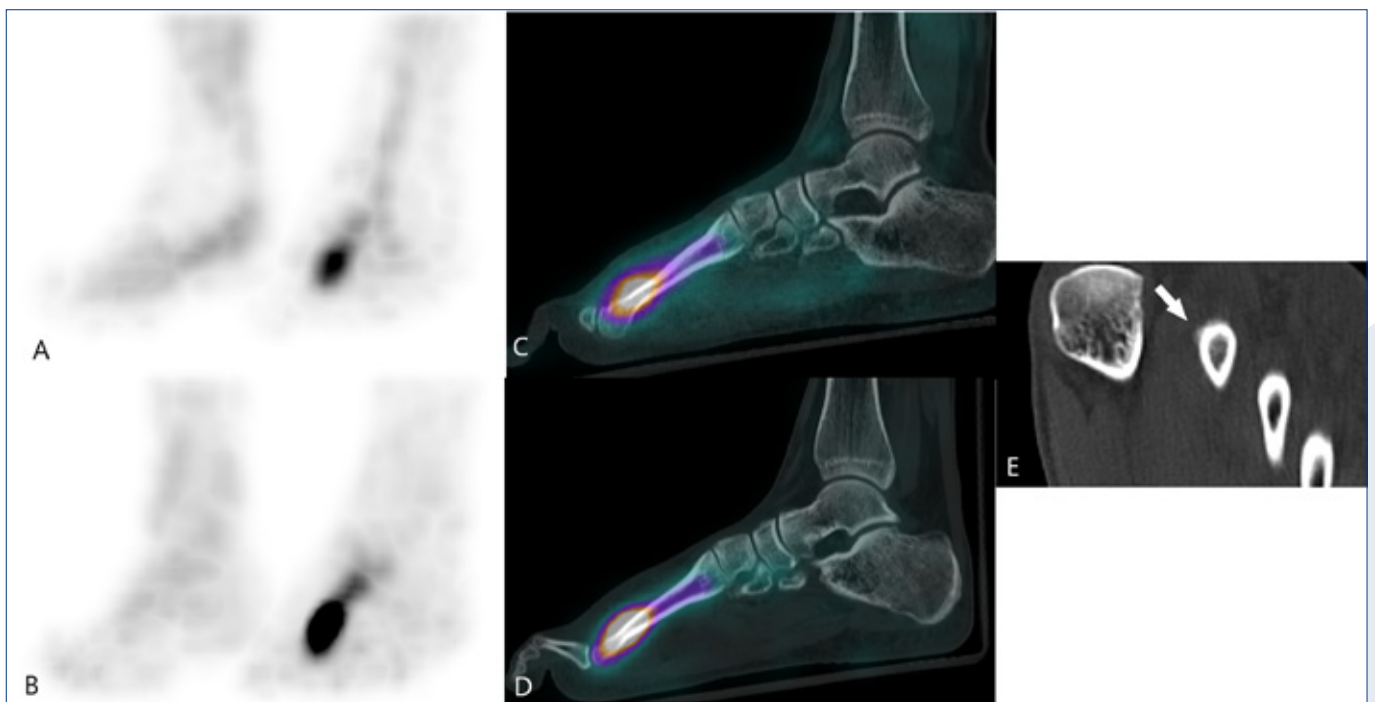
Blood Pool phase (image A for MIP, C for sagittal fused image), late phase (image B for MIP, D for sagittal fused image). E for transaxial CT (plain arrow showing the very mild periosteal reaction).
